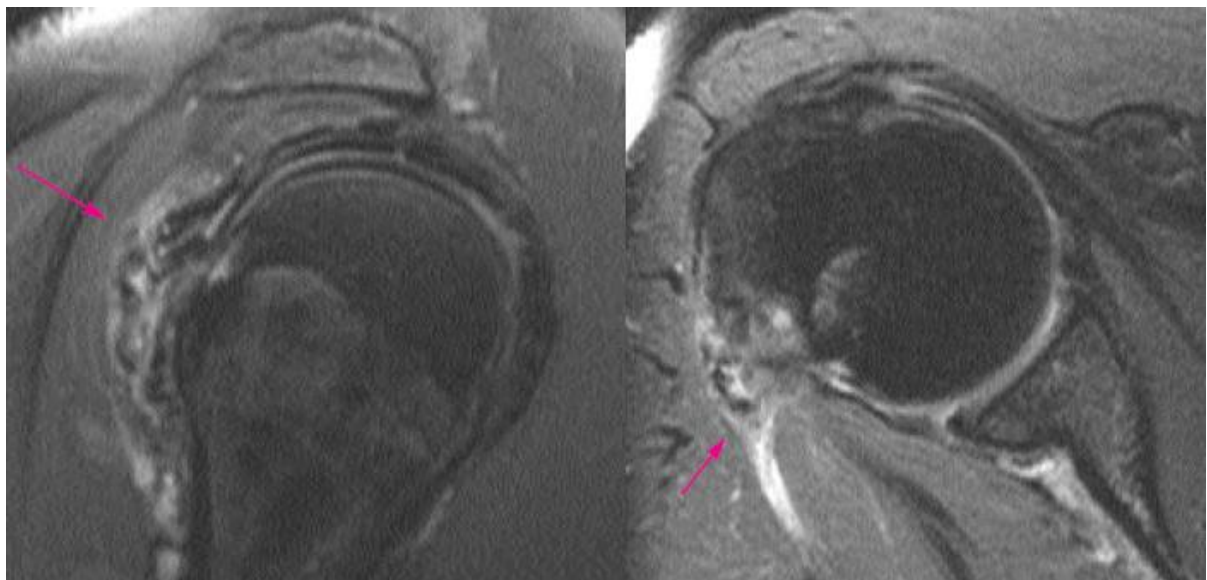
IRM coupes sagittale et axiale T2 Fat Sat : Epaissement et hypersignal hétérogène de la moitié inférieure de l'infra-épineux et du teres minor
